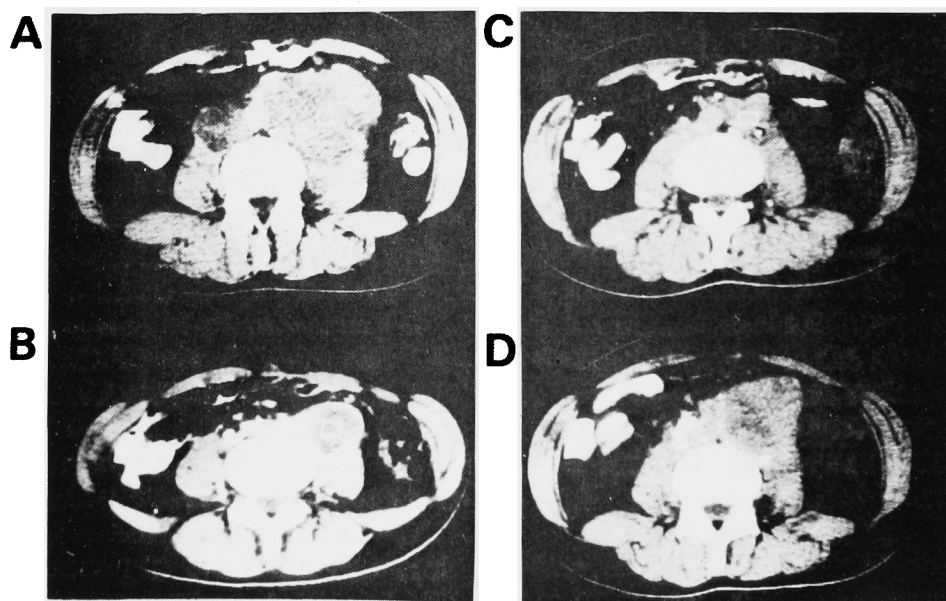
Computed tomography (case 9)
